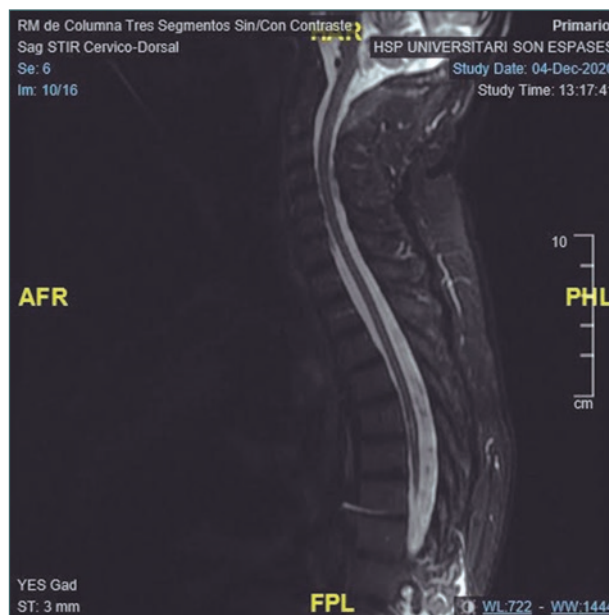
Resonancia magnética, corte sagital. Lesión medular a nivel T5.
